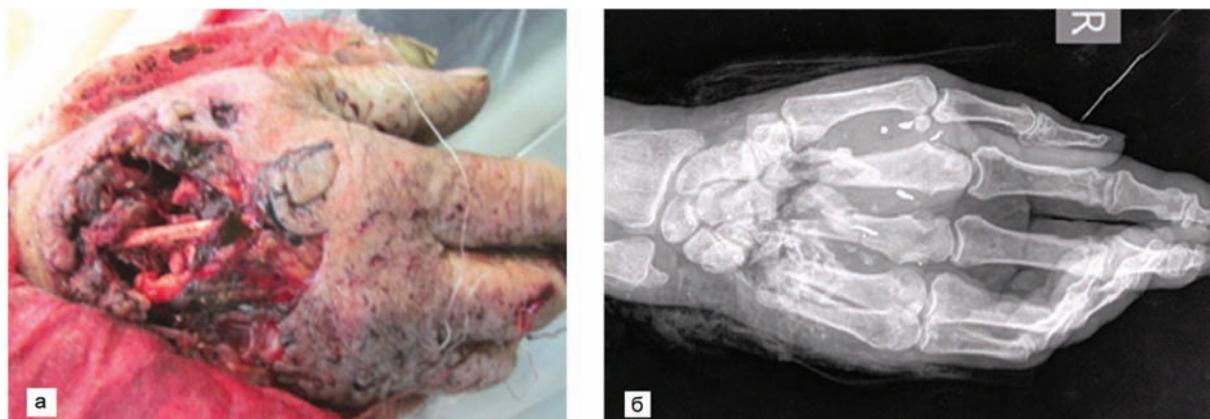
Обширное осколочное сквозное ранение правой кисти с оскольчатыми переломами II–V пястных костей: а – внешний вид; б – рентгенограмма правой кисти при поступлении.
